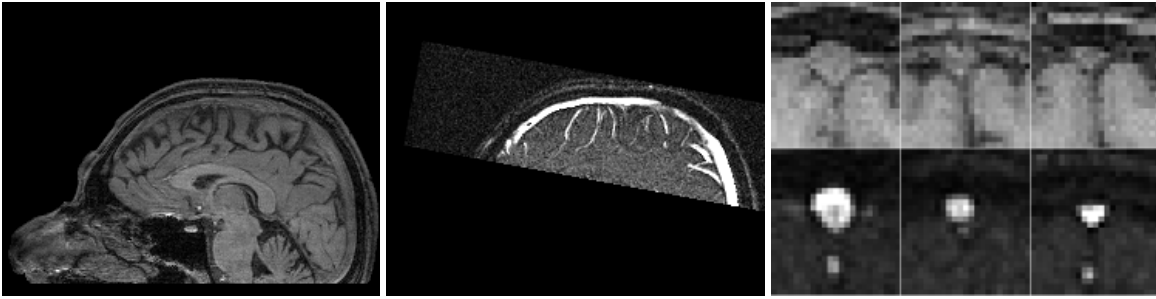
Propriétés anatomiques du sinus sagittal supérieur. À gauche : coupe sagittale d'une IRM T_1 au niveau du plan médian du cerveau. Au milieu : coupe sagittale d'une ARM TOF à la même position. À droite : coupes IRM (en haut) et ARM (en bas) en différentes positions, perpendiculairement à l'axe du sinus sagittal supérieur.
